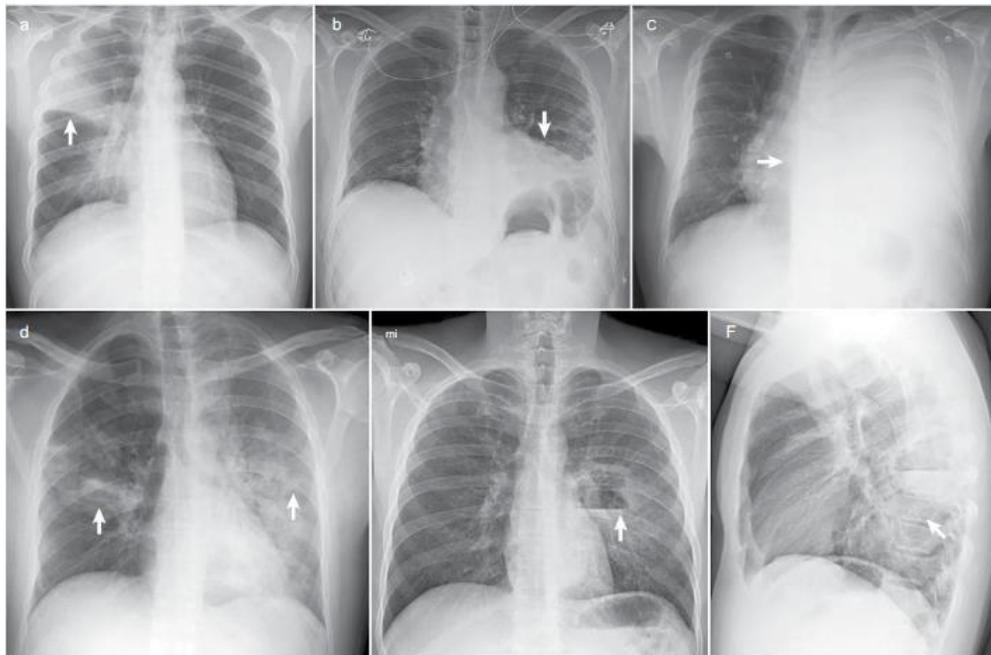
Características asociadas de la neumonía en la radiografía simple. Neumonía en lóbulo superior derecho (flecha) (parte a); derrame pleural en el lado izquierdo (flecha) (parte b); derrame pleural masivo en el pulmón izquierdo (flecha) (parte c); neumonía bilateral (flechas) (parte d); imagen lateral que muestra cavitación parahiliar izquierda con nivel hidroaéreo en el lóbulo inferior izquierdo (flecha) (parte e); Imagen de adelante hacia atrás en el mismo individuo que en la parte e.
